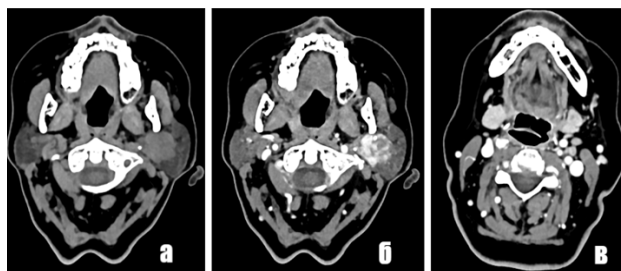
На аксиальной компьютерной томограмме без контрастного вещества (а) и с внутривенным усилением (б) видно неоднородное образование (белая стрелка) с нечеткими границами в поверхностной и глубокой долях левой околоушной железы. Определяется левосторонняя шейная лимфаденопатия (желтая стрелка) (в)
